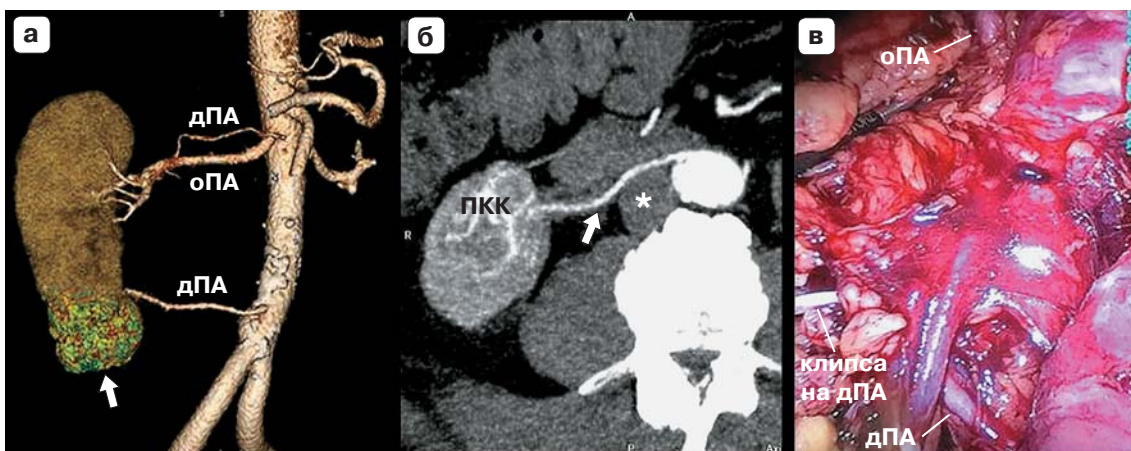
Пациент П., 69 лет, с почечно-клеточной карциномой нижнего полюса правой почки. а – КТ-ангиограмма (артериальная фаза), 3D-реконструкция: видны множественные правые почечные артерии – основная (оПА), добавочная малого калибра и добавочная нижнеполюсная почечные артерии (дПА); почечно-клеточная карцинома отмечена стрелкой; б – КТ-ангиограмма (артериальная фаза), MIP-реконструкция: правая нижнеполюсная добавочная почечная артерия имеет прекавальный ход (стрелка); ПКК – почечно-клеточная карцинома, нижняя полая вена отмечена звездочкой; в – интраоперационная фотография во время лапароскопической резекции правой почки – стрелками отмечены основная (оПА) и клипированная добавочная прекавальная нижнеполюсная (дПА) почечные артерии.
